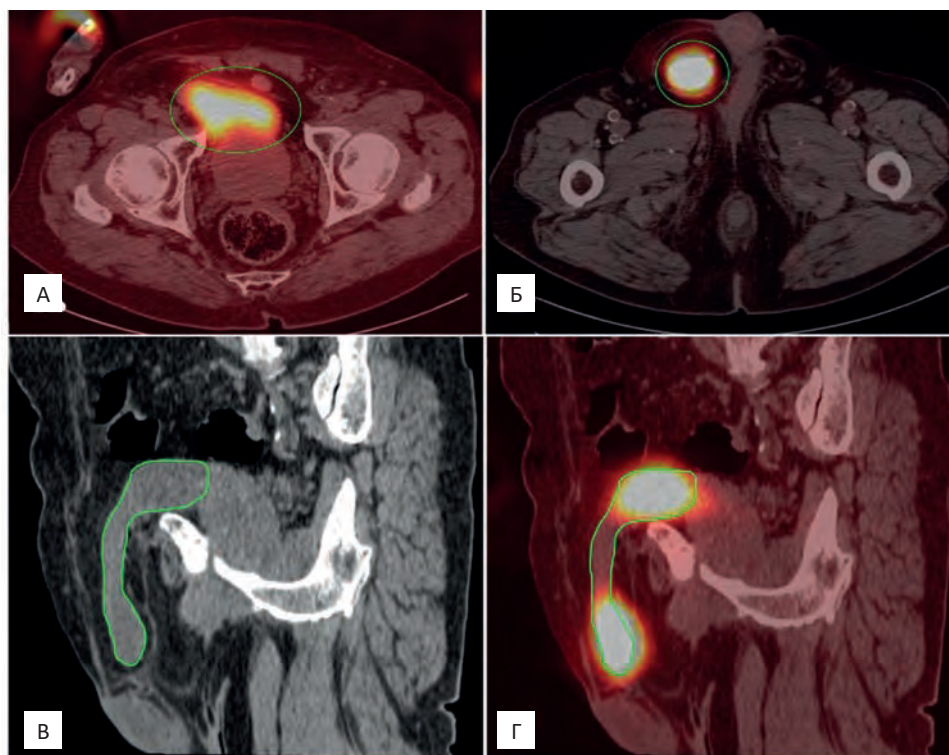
Совмещенные томосцинтиграммы ОФЭКТ/КТ — аксиальная проекция. Мочевой пузырь пролабирует в правый паховый канал (А) и мошонку (Б). МРР-реконструкция КТ-составляющей ОФЭКТ/КТ и совмещенные томосцинтиграммы ОФЭКТ/КТ в той же проекции (В, Г). Пахово-мошоночная грыжа справа
